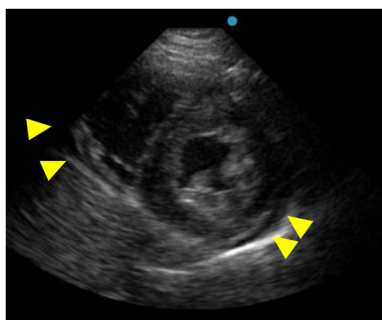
Image of echocardiography on admission
